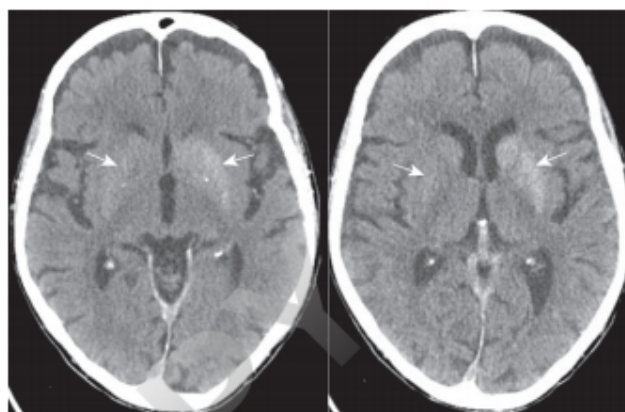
Corea aguda en la descompensación diabética hiperosmolar. TC cerebral. Hiperdensidad de ambos putámenes por pequeñas petequeas.
